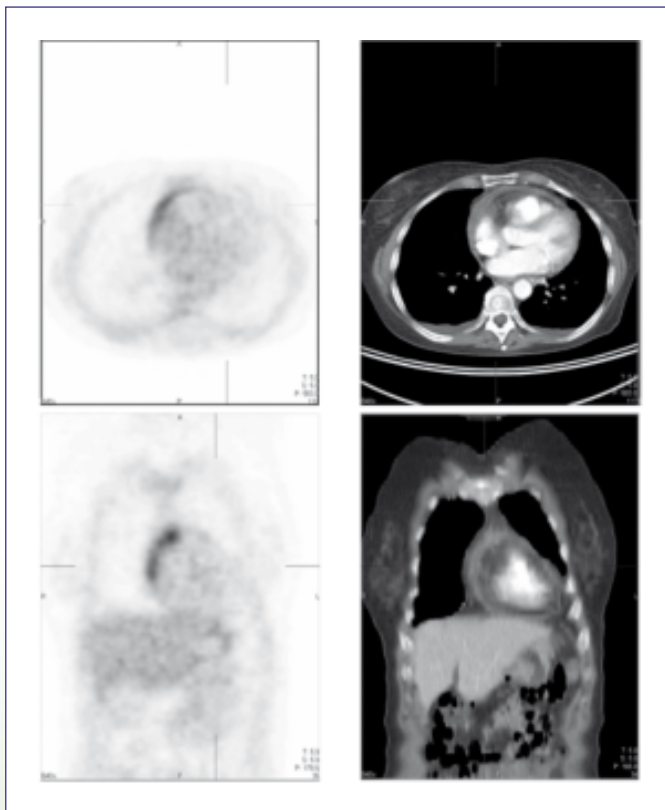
Top left ^{18}F -FDG PET transverse slice and top right image corresponding transverse CT slice. Bottom images, coronal corresponding PET and CT slices. The irregular increased FDG uptake in the ventral portion of the pericardium adjacent to the right ventricular wall would not have been recognized in the otherwise moderate to high FDG uptake ventral in the right ventricular wall. Both the transverse and coronal CT slice show thickened pericardium ventral in the right ventricular wall, up to 8 mm.
